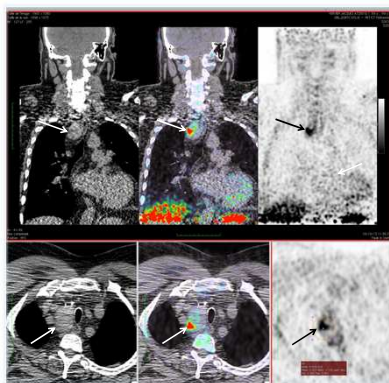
Fusion entre les images scintigraphiques obtenues par SPECT 99mTc-MIBI et les images du CT scan cervical montrant un adénome parathyroïdien très postérieur, situé juste devant les corps vertébraux C6 et C7, en région para-oesophagienne gauche (indiqué par les flèches).
